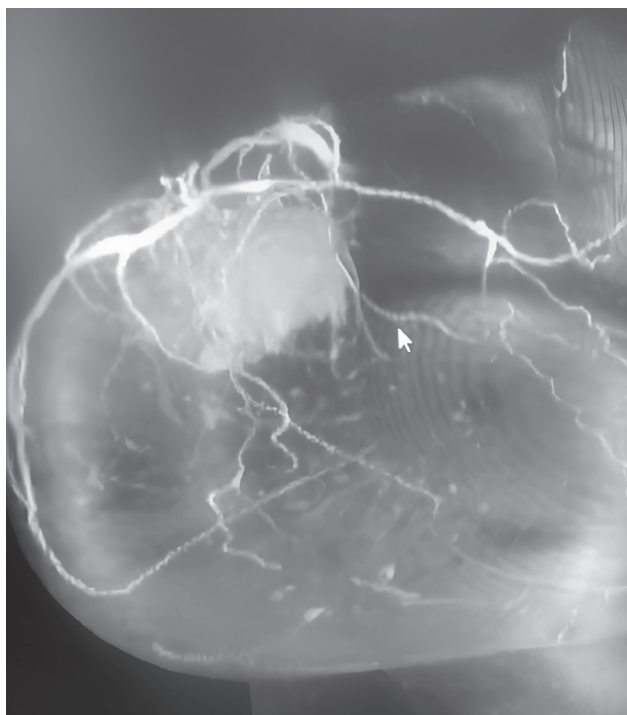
МРТ-картина молочной железы с сосудистым режимом от 27.06.2022
